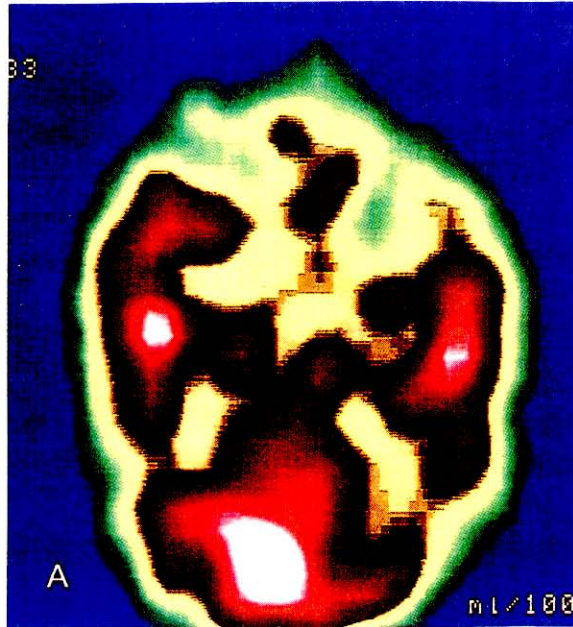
SPECT con Xenon-133 de una mujer de 52 años con degeneración progresiva de lóbulo frontal. Se aprecia reducción del flujo sanguíneo frontal.
